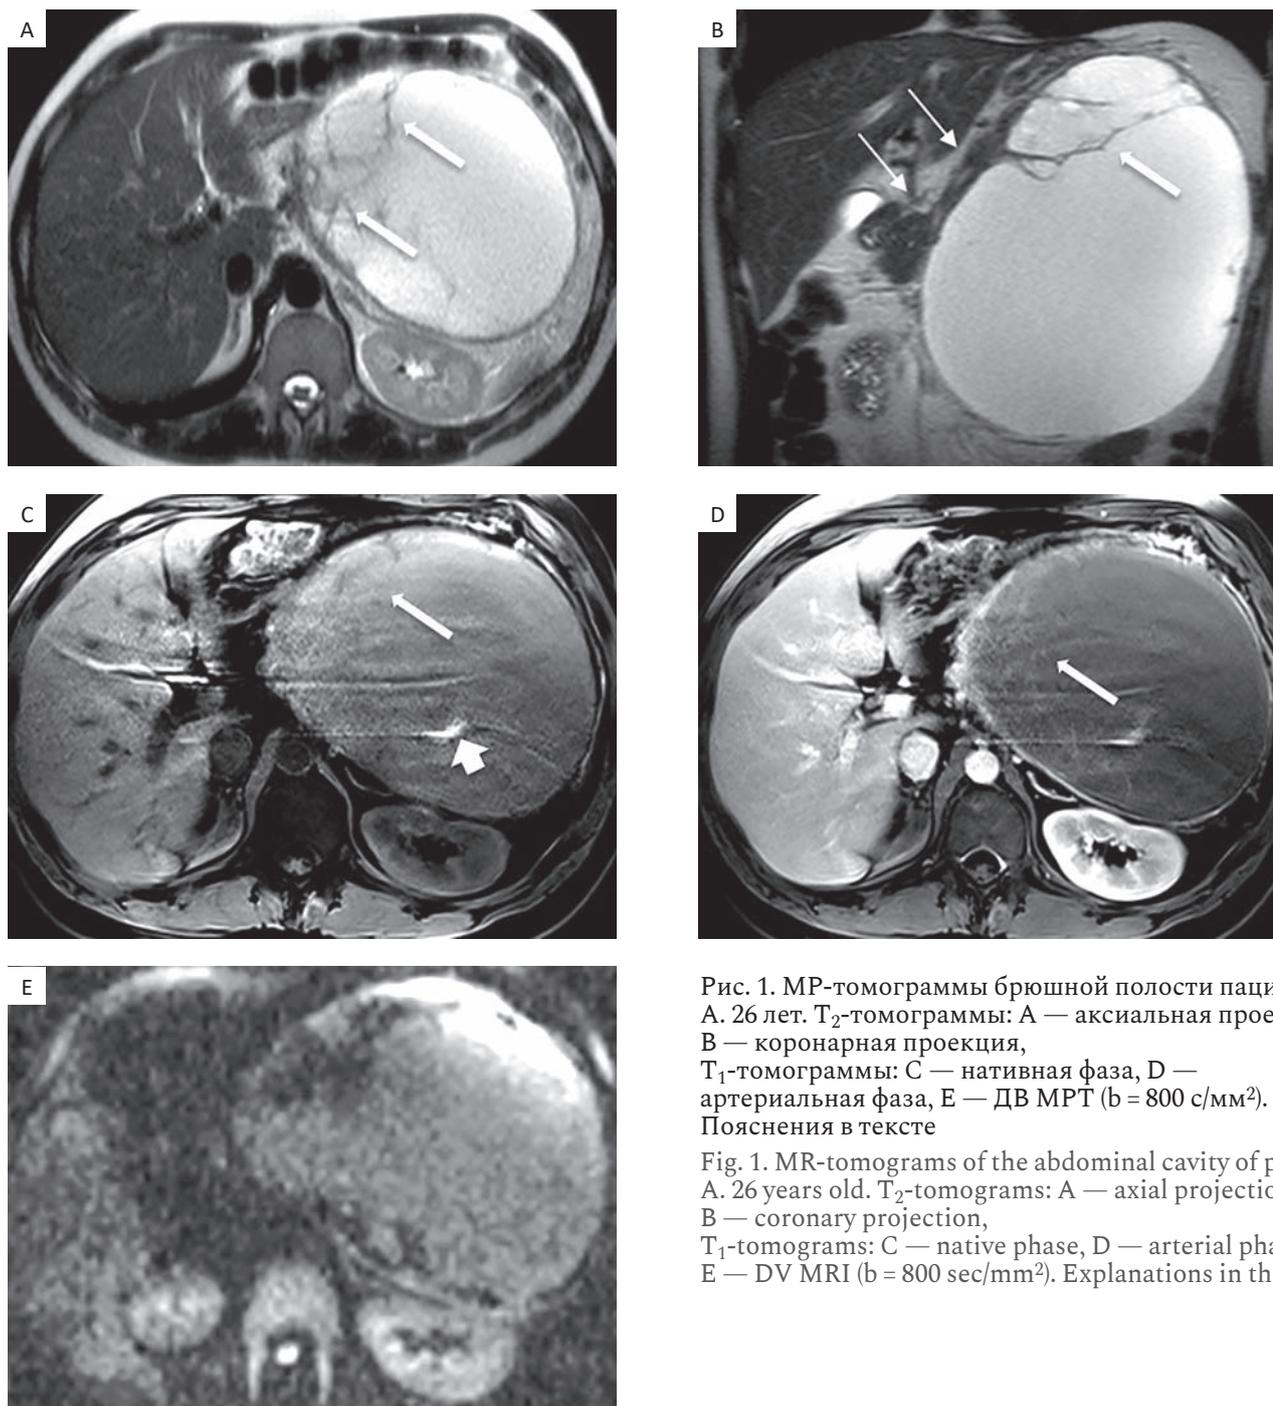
МР-томограммы брюшной полости пациента А. 26 лет. Т₂-томограммы: А — аксиальная проекция, В — коронарная проекция, Т₁-томограммы: С — нативная фаза, D — артериальная фаза, E — ДВ МРТ ($b = 800 \text{ с/мм}^2$). Пояснения в тексте
